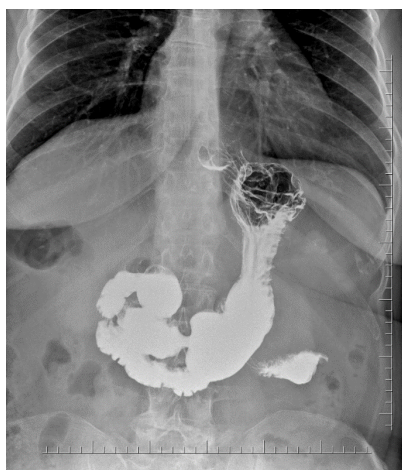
Рентгеноскопия желудка у пациента с ГЭРБ и ГПОД перед МГШ + Ниссен
